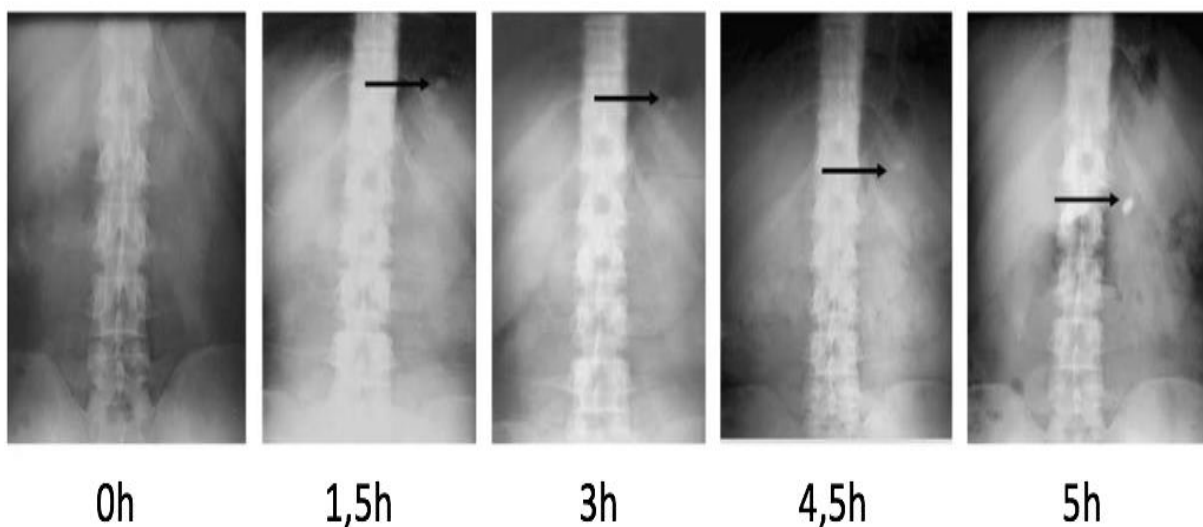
Images radiographiques d'un homme montrant la position d'un comprimé basé sur le système de résine échangeuse à différents moments [75]
